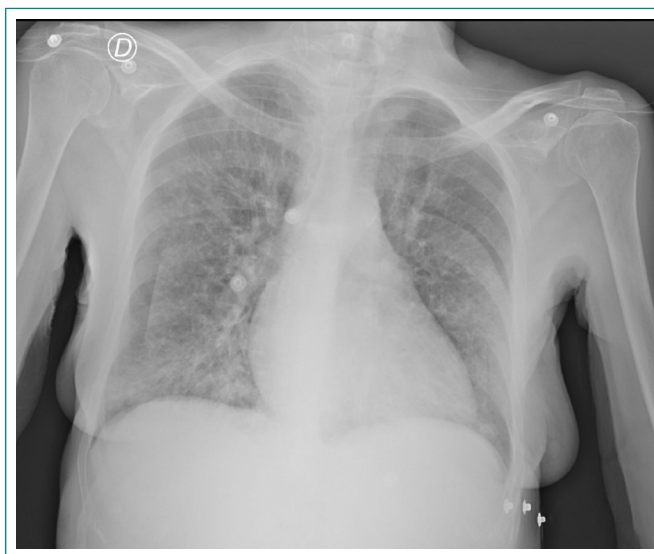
Radiografía de tórax antero-posterior en la que se objetiva infiltrado intersticial bilateral.
